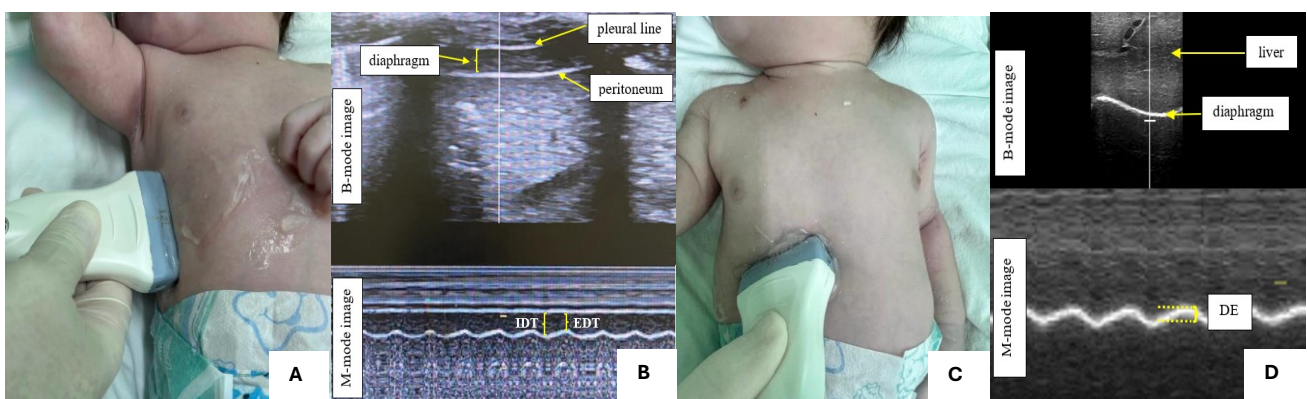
Ultrasound Assessment of Diaphragmatic Thickness and Excursion.
